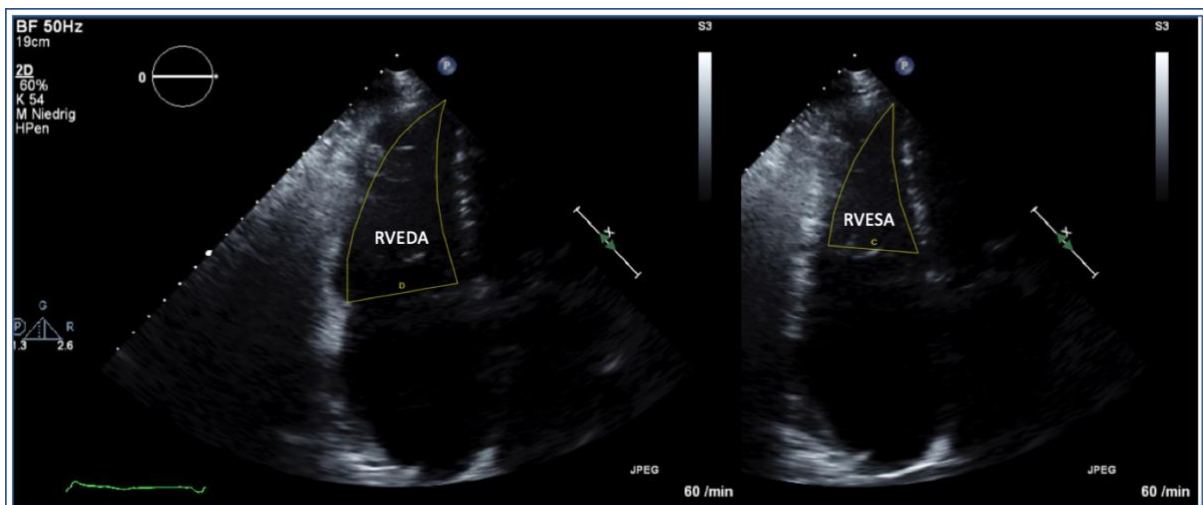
Echokardiographie RVEDA und RVESA.
